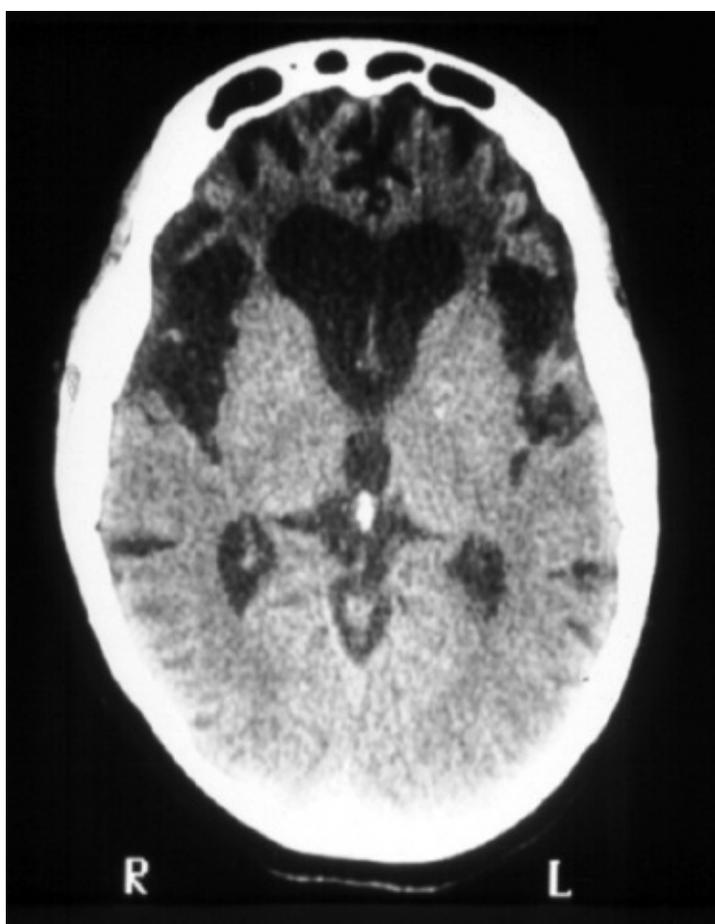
Tomografia computadorizada de crânio em paciente com diagnóstico de demência frontotemporal variante comportamental (DFTve), revelando atrofia acentuada de lobos frontais e de regiões temporais anteriores.
